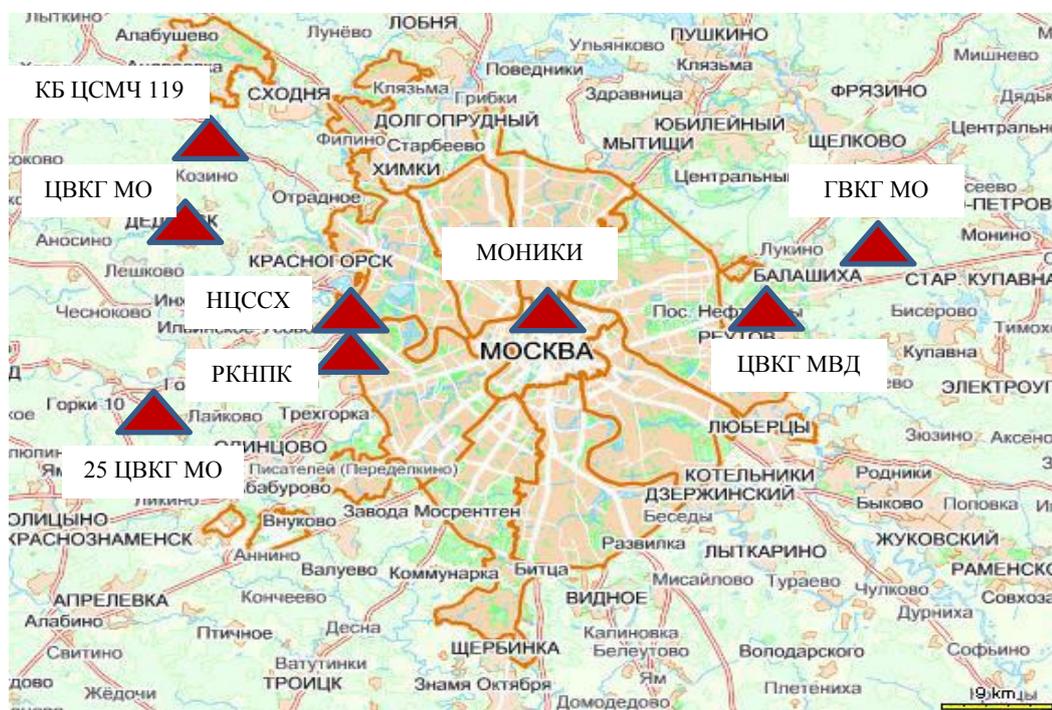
Карта Московской области и медицинские организации, в которых в 2000 – 2007 гг. оказывали рентгенэндоваскулярную помощь жителям Московской области.
